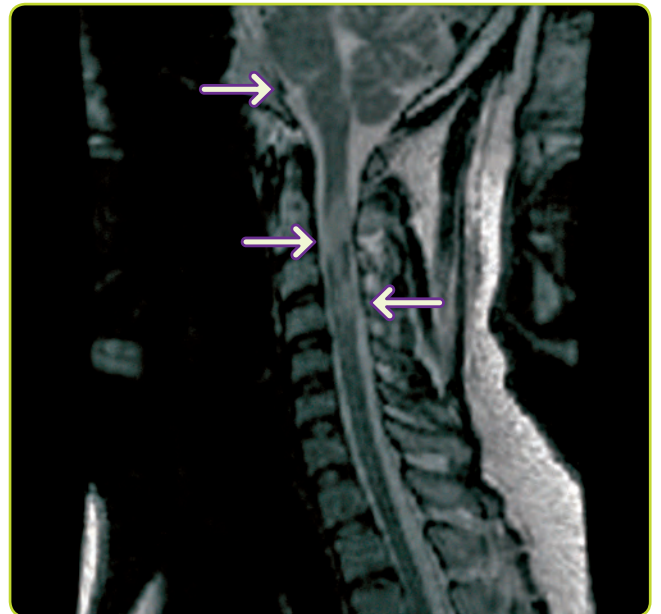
RM sagital (T2) que muestra áreas hiperintensas correspondientes a placas de desmielinización en protuberancia y médula cervical.
